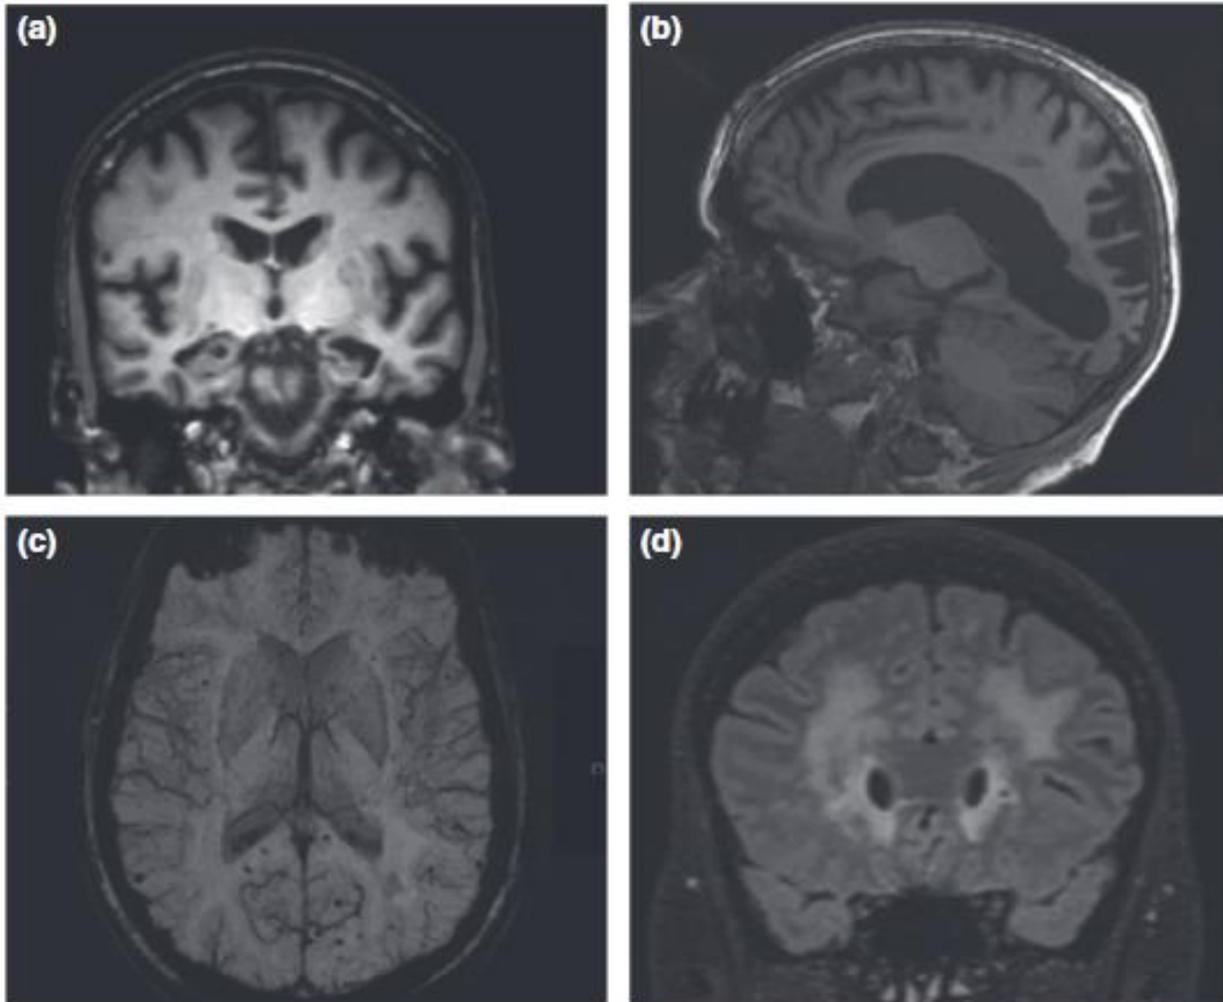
Imágenes obtenidas por RMN. En la imagen (a) se muestra un plano coronal de una secuencia T1 en la que se puede apreciar atrofia hipocámpal. En la imagen (b) se observa un plano sagital en la secuencia T1. En él se puede apreciar un caso de atrofia parieto-occipital posterior. En la imagen (c) se pueden observar microhemorragias predominantemente en el lóbulo occipital, típicas de la angiopatía amiloidea. En la imagen (d) se puede ver un plano coronal con secuencia FLAIR. En él se puede apreciar hipercaptación de la materia blanca a nivel subcortical y periventricular. (33)
